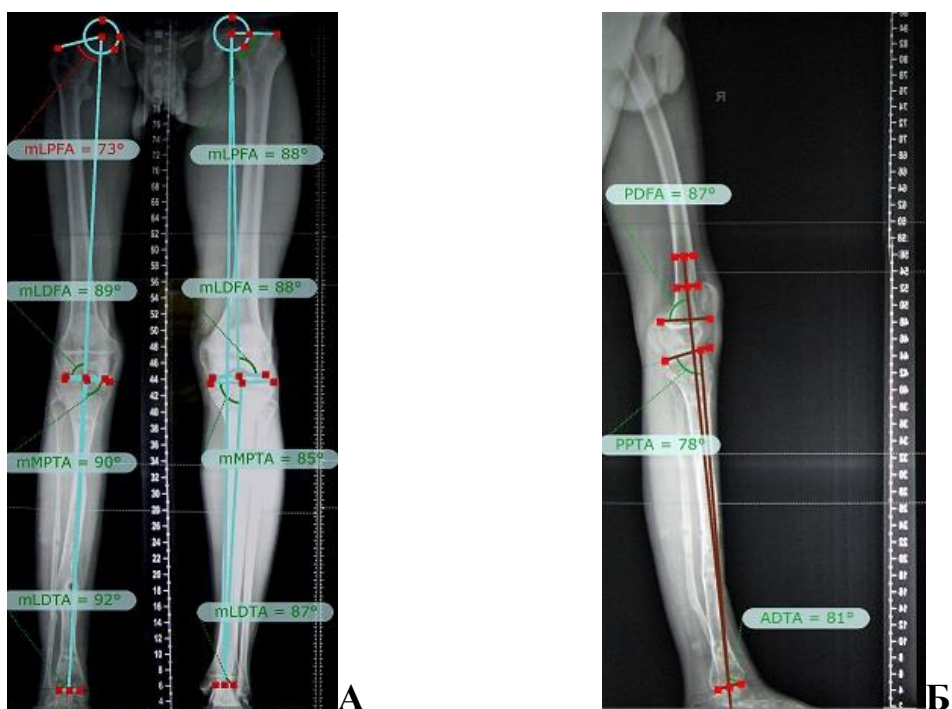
Рентгенограммы нижних конечностей пациента с консолидированным ВЛСКГ после выполнения коррекции деформаций и удлинения правой голени на 5 см: А – переднезадняя проекция, Б – боковая проекция.
